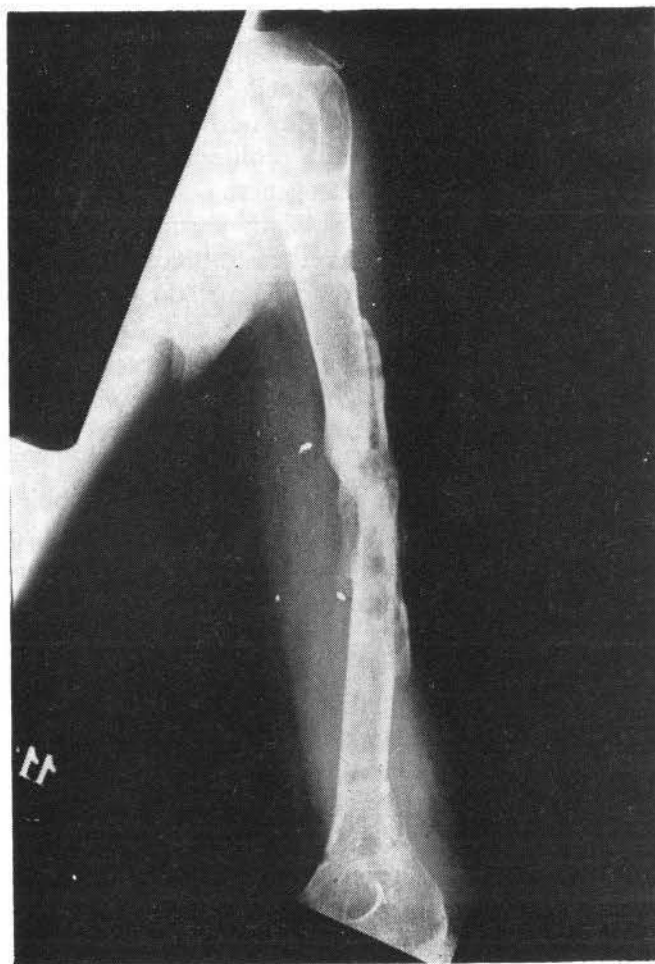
Quadro radiografico della guarigione a 165 giorni dall'intervento. La corticalizzazione del trapianto è in uno stadio piuttosto avanzato.
